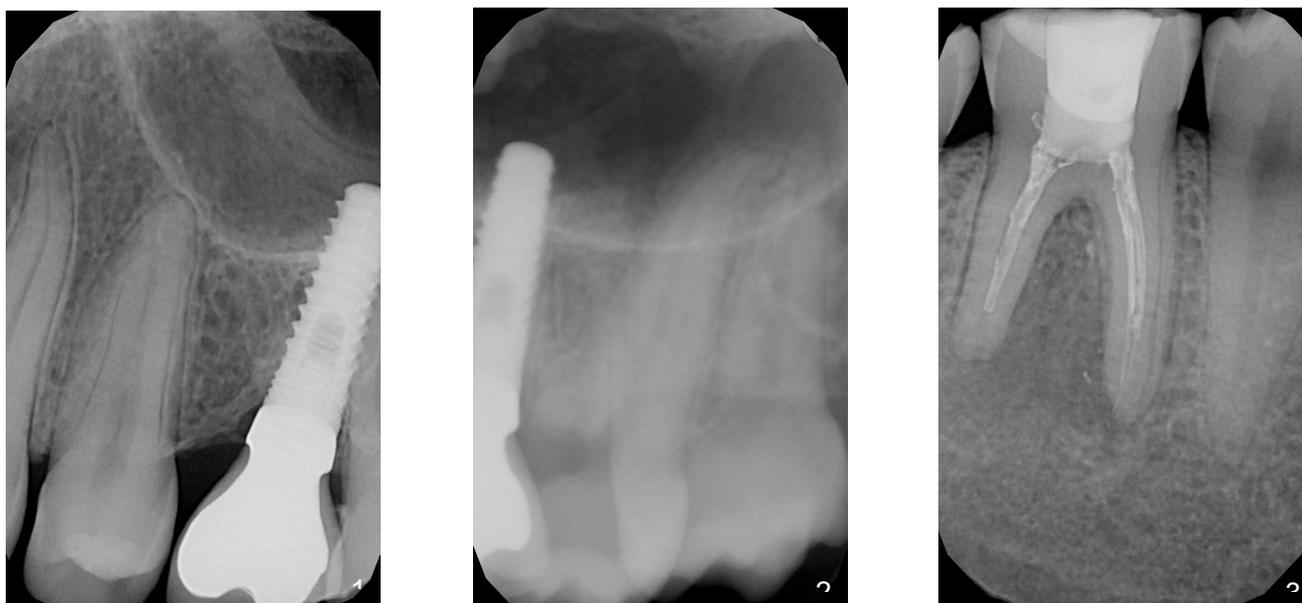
Radiografías periapicales: 1) Implante en posición 26 y diente 25, 2) Implante en posición 26, diente 27 y 28, 3) Diente 46.
